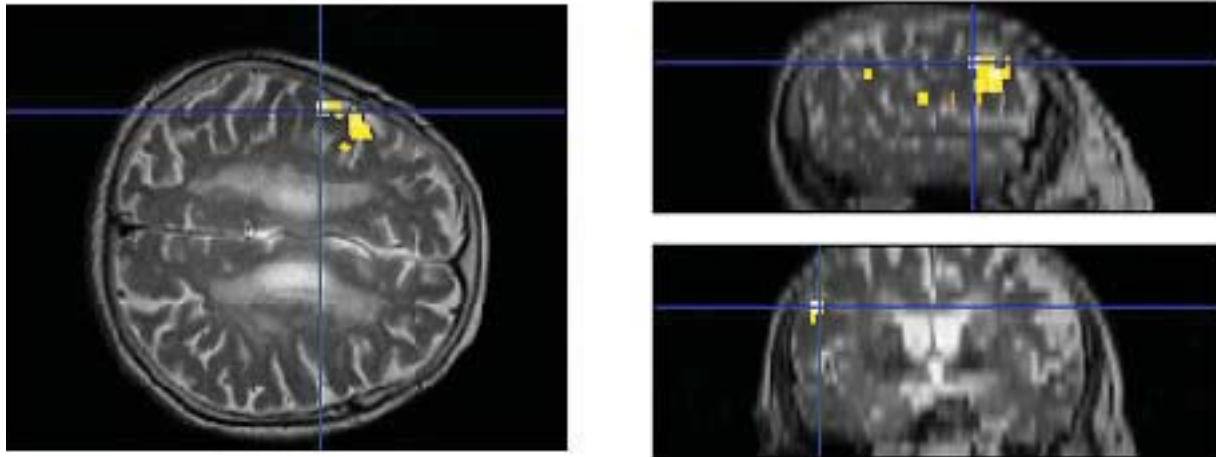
An example of the functional MRI in neuropathic pain group. This patient had left thalamic infarction. The functional MRI Shows a contralateral secondary somatosensory cortex activation during right median nerve stimulation at wrist.
